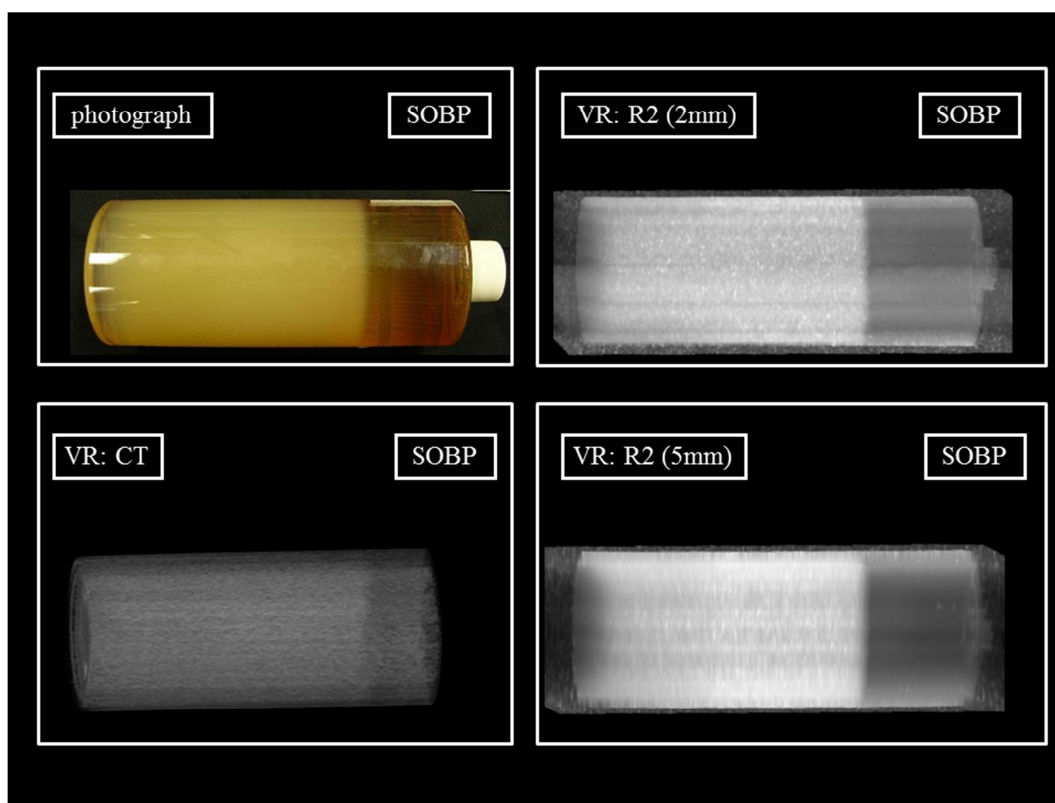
陽子線 SOBP ビーム照射後のゲル線量計の視覚的変化および線量評価法として CT および MRI を使用した場合の 3 次元再構成画像
